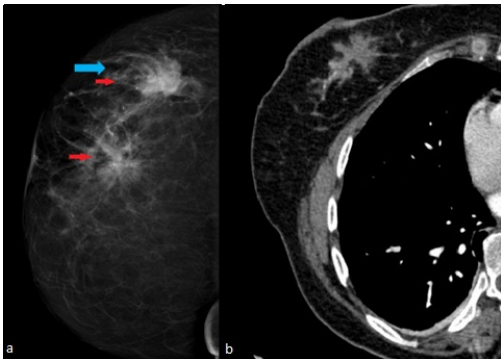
Right MLO projection (a) MG image and axial CT image (b) was shown two spiculated neighbouring lesion with calcifications and axial CT image (b) was demonstrated spiculated margin mass appearance in the upper outer quadrant of left breast with calcifications.
